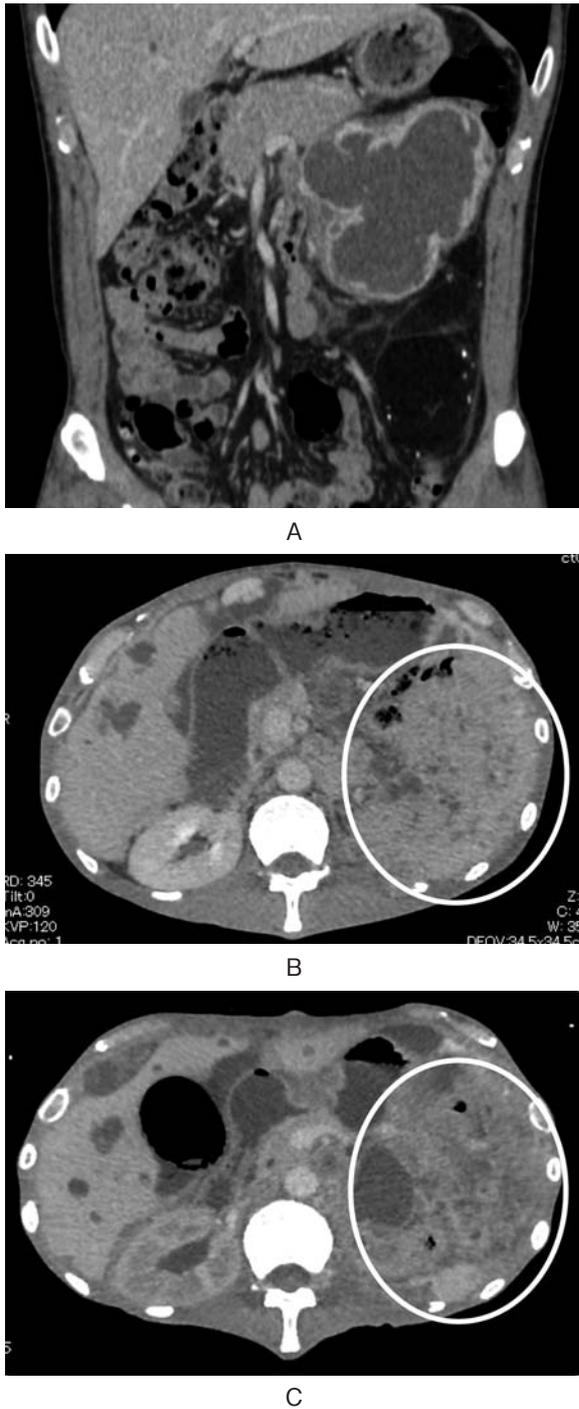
Case 1. A: Abdominal CT at the time of diagnosis. B: CT before the treatment with pazopanib revealed recurrence of liposarcoma in the retroperitoneal space. C: CT after 2 weeks treatment with Pazopanib. Local recurrence was reduced to 20% (RECIST v 1.1: SD).
